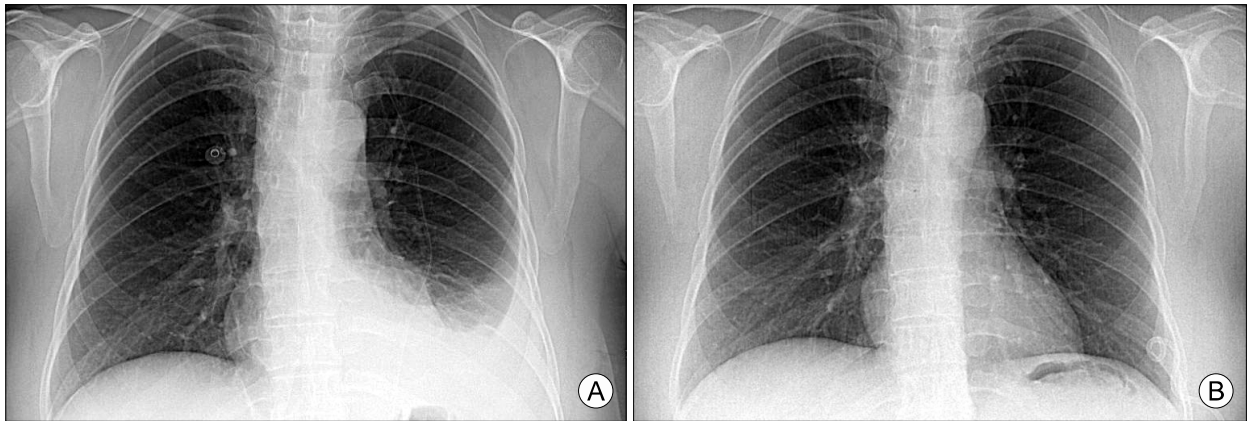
Chest X-ray shows left costophrenic angle blunting which is indicated with left pleural effusion (A) and it is improved with conservative treatment (B).
